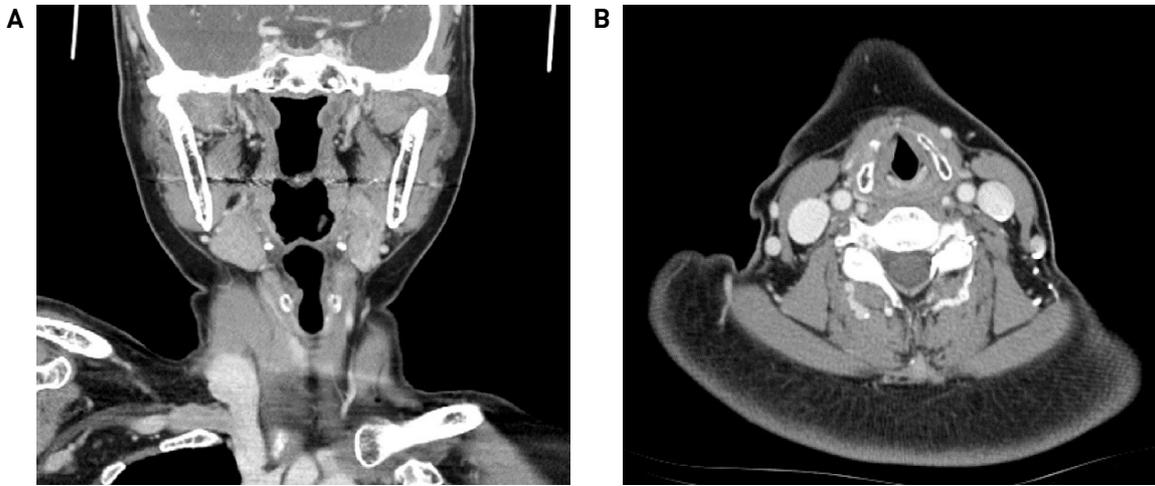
Coronal (A) and axial (B) view of contrast-enhanced neck CT 9 months after total excision.
